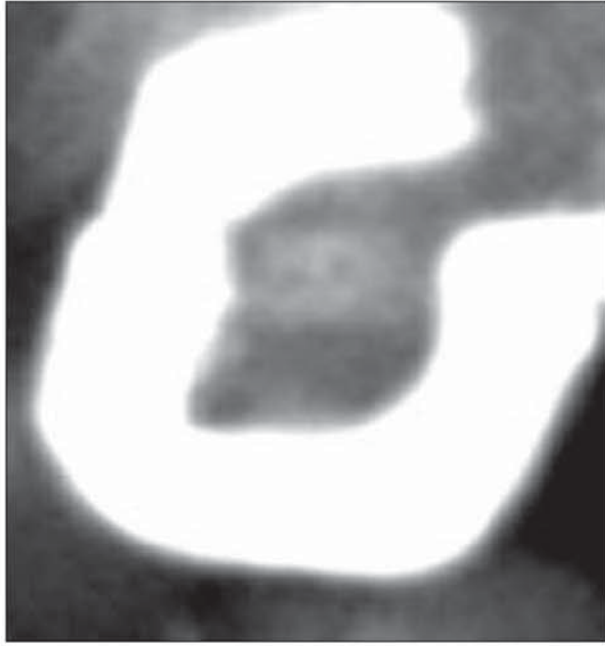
Фоторентгенограма дванадцятипалої кишки новонародженого, заповненої рентгеноконтрастною сумішшю. Збільшення 1,6.
